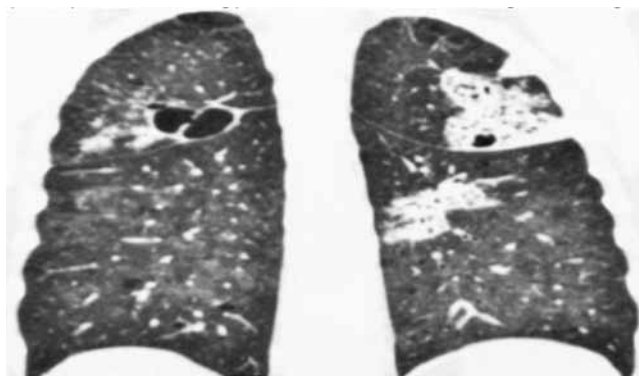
СКТ ОГК больной Д. после родов
